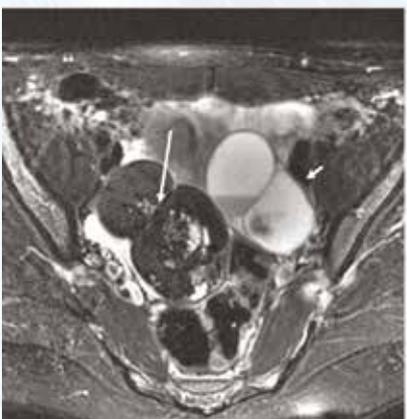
МРТ таза в аксиальной проекции той же пациентки, что и на Рис. 15
